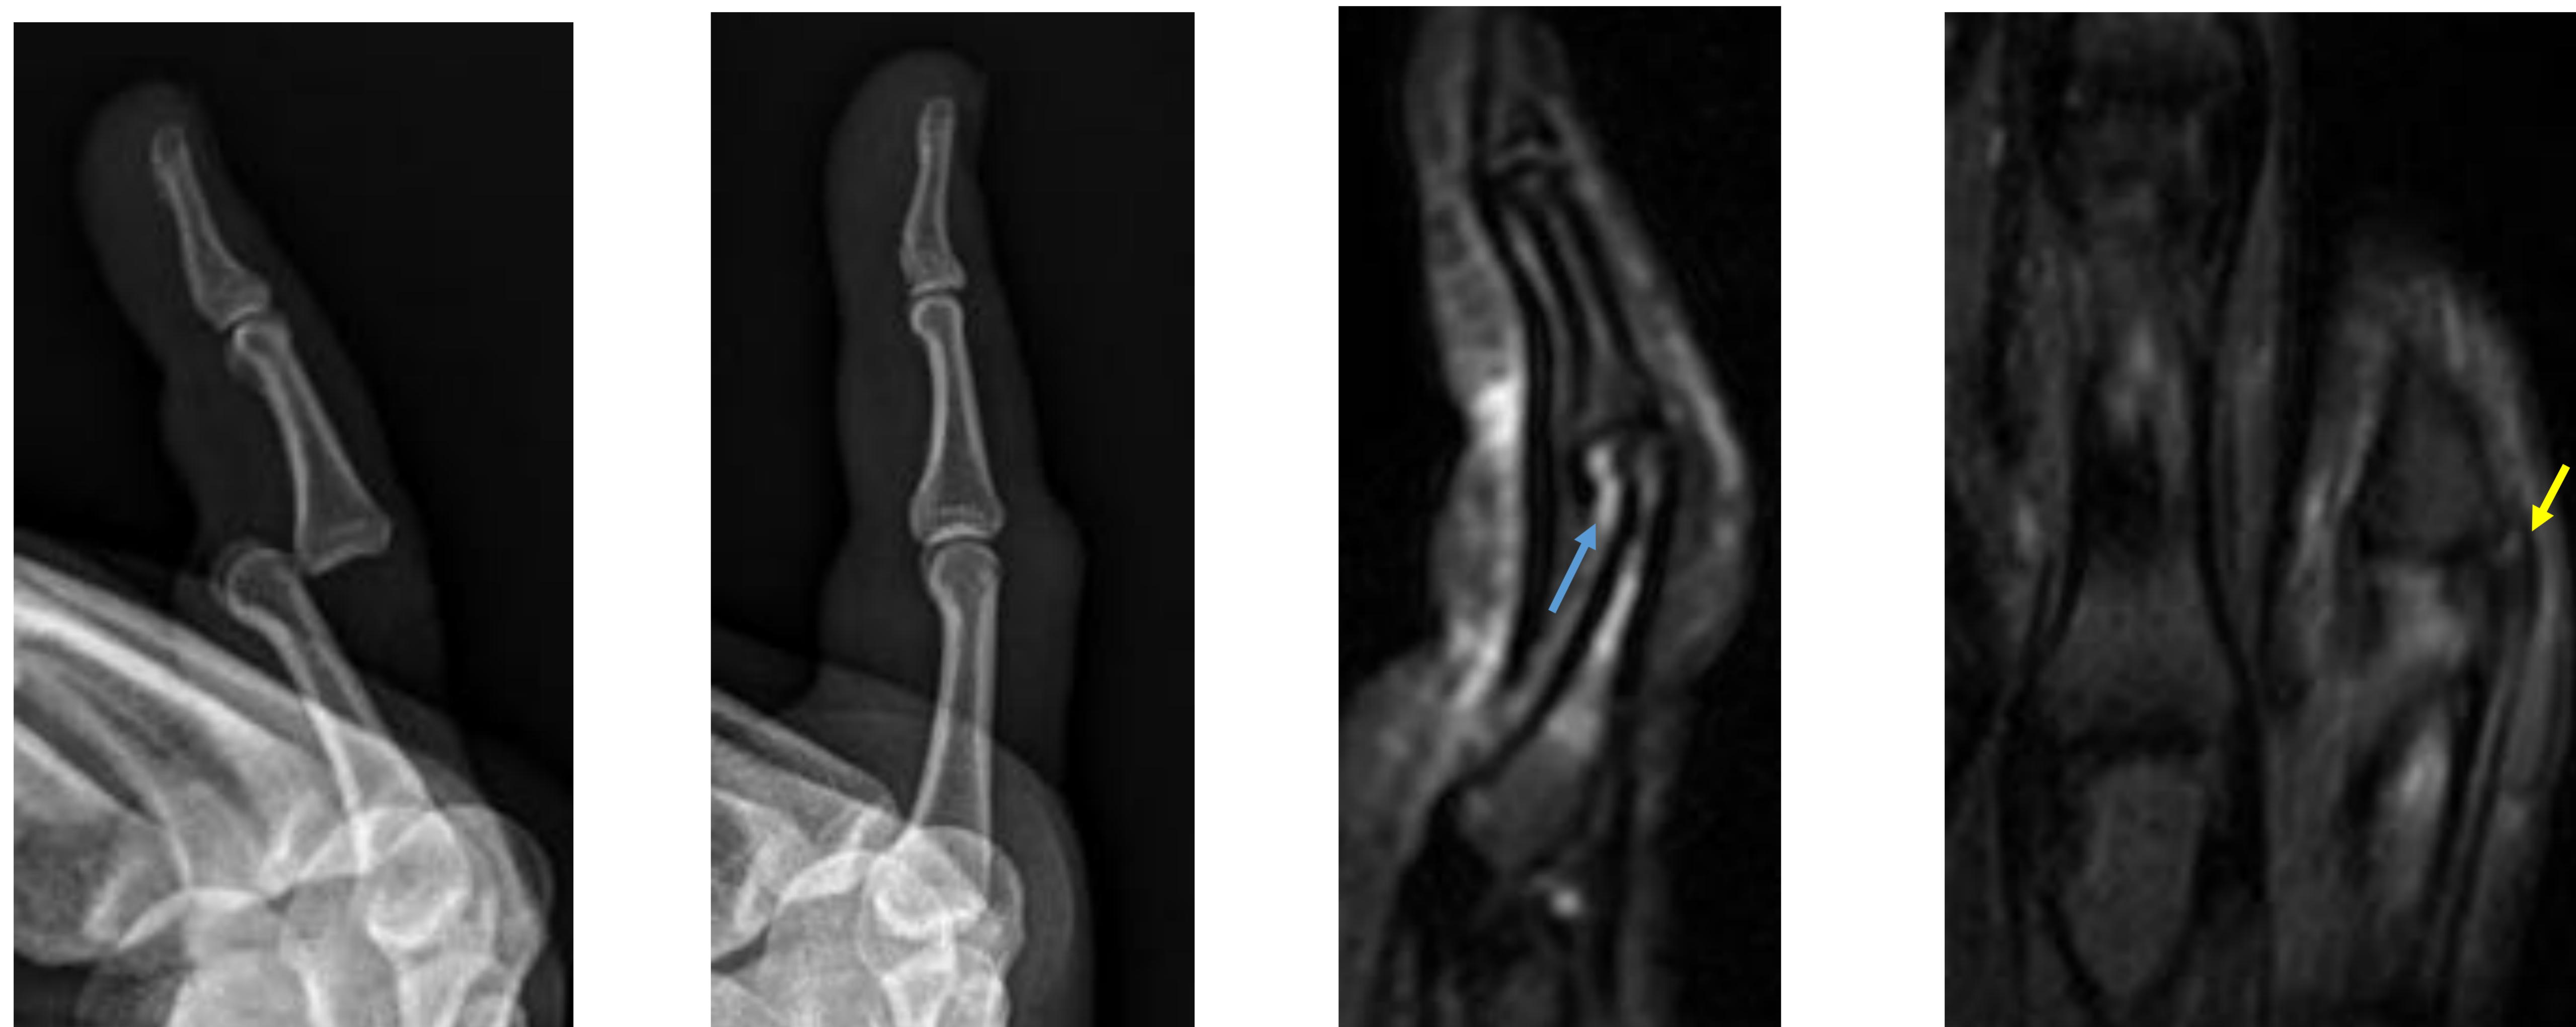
Lesión tipo II. Rx. Luxación de la articulación IFP. En la Rx postreducción no se evidencian fracturas. En la RM se observa: lesión de la placa volar en la inserción proximal (flecha azul). Esguince grado II del ligamento colateral cubital (flecha amarilla). Edema contusivo en la falange proximal.
